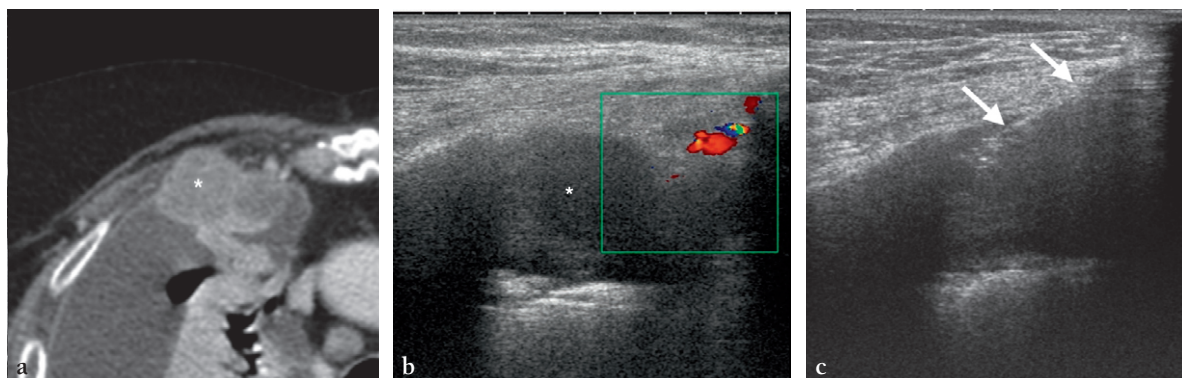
(a) Cancer pulmonaire avec une métastase pleuropariétale antérieure droite visible au scanner (*astérisque*). (b) Corrélation écho-Doppler montrant bien la métastase (*astérisque*) et les vaisseaux mammaires internes codés en couleurs. (c) La biopsie de la lésion est guidée par l'échographie. L'aiguille (*flèche*) passe à distance des vaisseaux.
